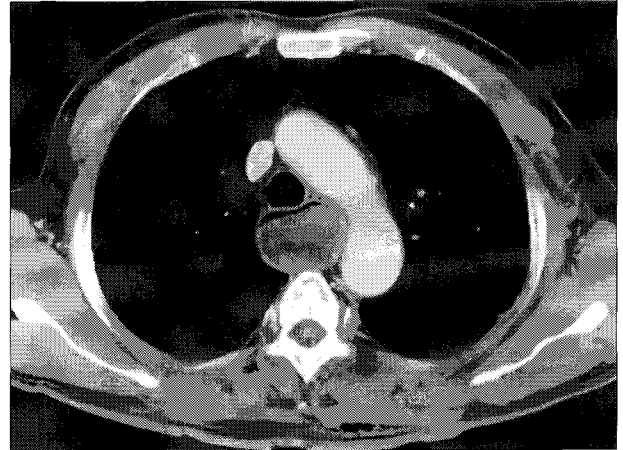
Preoperative chest CT finding shows intraluminal extension of hypopharyngeal mass to thoracic esophagus.
